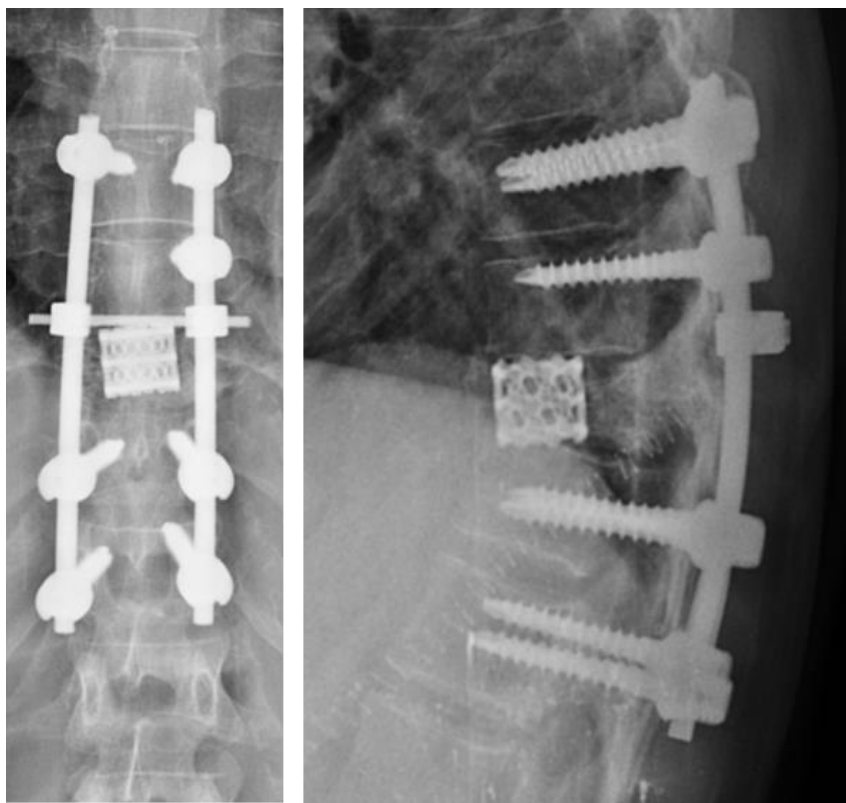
Рентгенограммы больной Х. после 2-го этапа лечения
